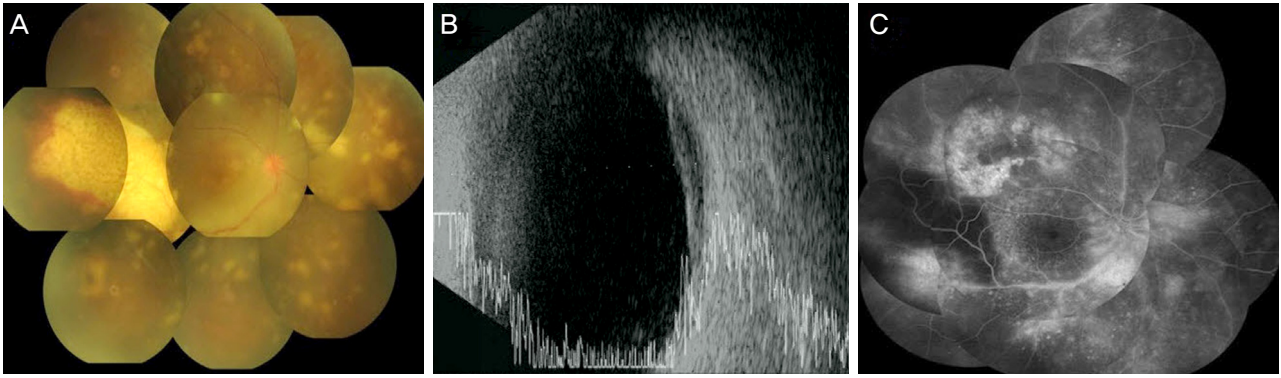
(A) Fundus photograph reveals a yellowish, elevated choroidal mass in the temporal posterior pole of the right eye, measuring 4.0×8.0 disc diameter. Multifocal yellowish choroidal infiltrates are also found. (B) Ultrasonography of the right eye shows a smooth surface with acoustically hollow thickening of the choroid and low to moderate internal reflectivity. (C) Fluorescein angiography of the right eye shows blocked fluorescence corresponding to choroidal mass lesion and multiple punctate hyperfluorescent lesions intermingling with hypofluorescent lesions at the level of retinal pigment epithelium.
